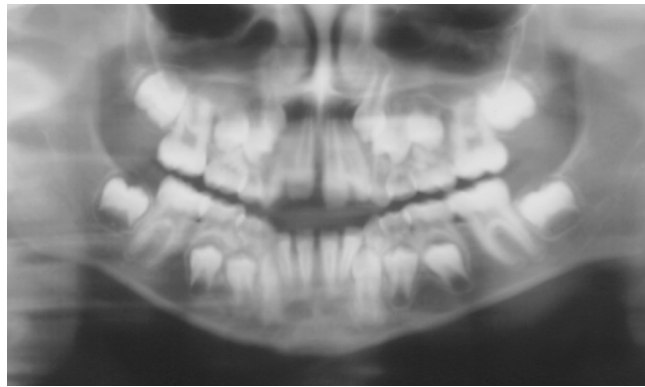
Radiografia panorâmica inicial. Pode-se observar a mordida aberta anterior.
